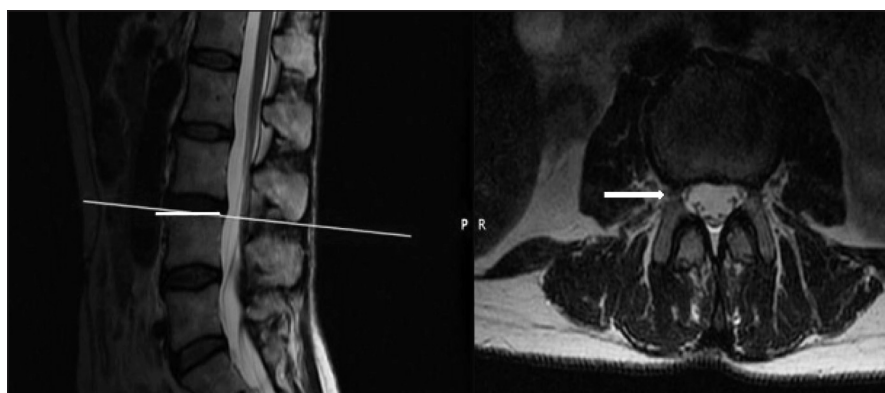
МРТ пояснично-крестцового отдела от 05.11.2022, T2-режим (сагиттальный и аксиальный срезы). Отсутствие грыжи диска на уровне L_{III–IV} (стрелки)
